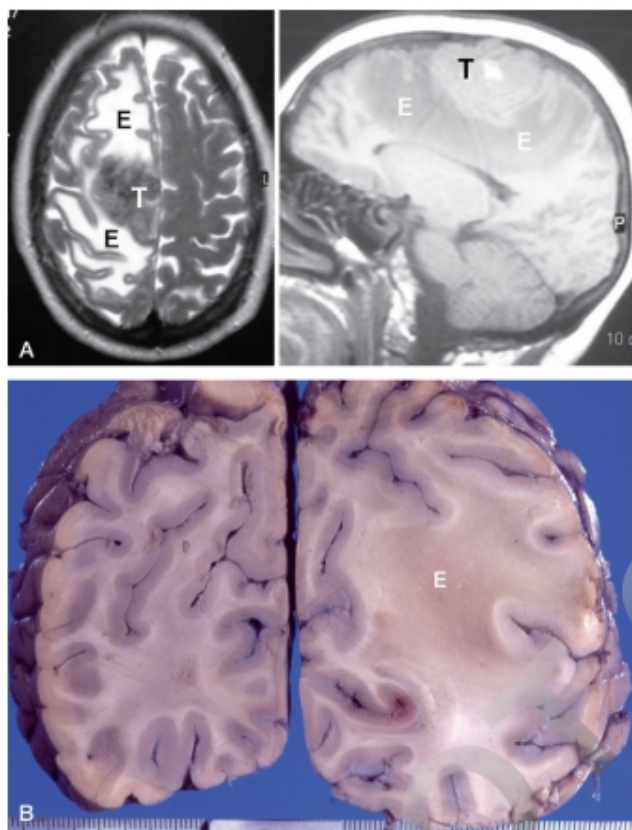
Edema vasogénico. A. En la RM, el edema (E) vasogénico produce una imagen de hiper- o hiposeñal en la sustancia blanca alrededor de un meningioma (T). B. En el corte del cerebro, el edema (E) se extiende por la sustancia blanca, que aparece ensanchada y de color rosáceo.
